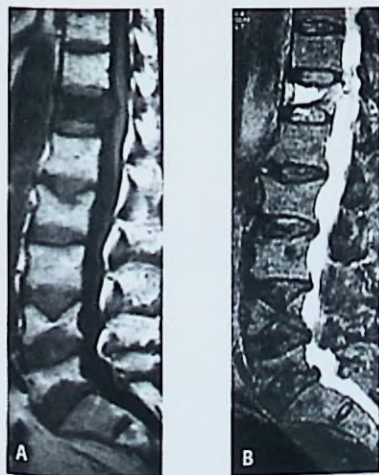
RM sagital que muestra fractura vertebral osteoporótica (FVO) en L1, L3, L4 y L5. En T1 (A) se observa el edema óseo de la vértebra L1 y en T2 (B) la hiperintensidad con técnica de supresión grasa.
